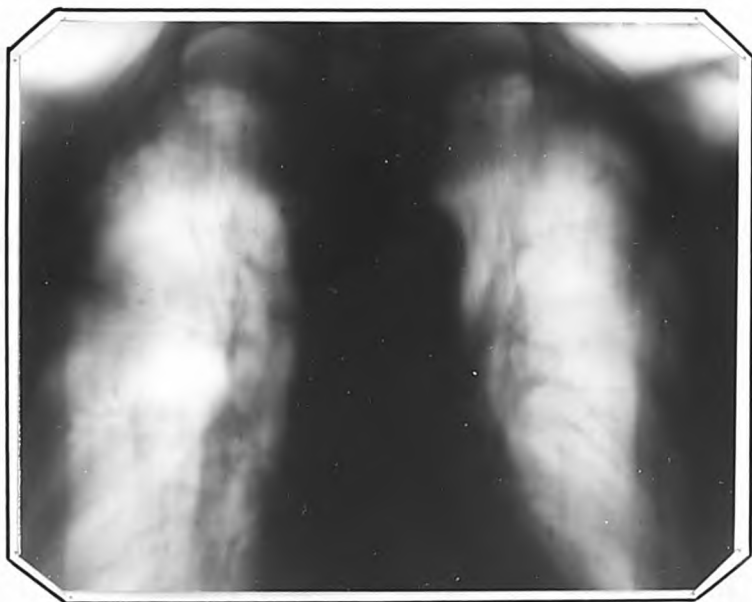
Томограмма г.С. от 17.1У.1961 г. (срез 8 см)
